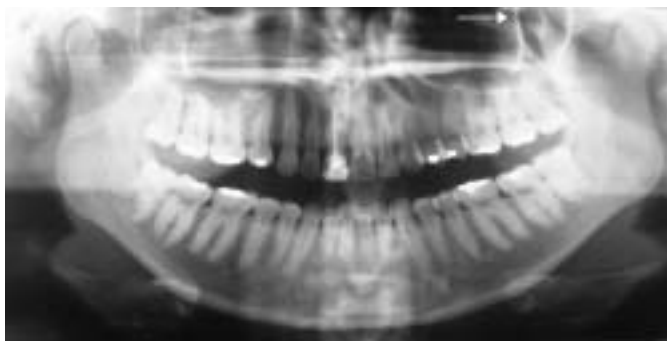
Radiografía panorámica en la que se visualiza una apófisis coronoides izquierda elongada.
